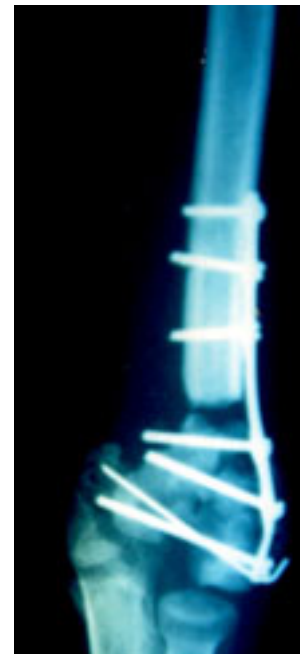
Radiografía de proyección anteroposterior después de seis meses en donde se observa gran reabsorción del tejido óseo supraintercondíleo.
